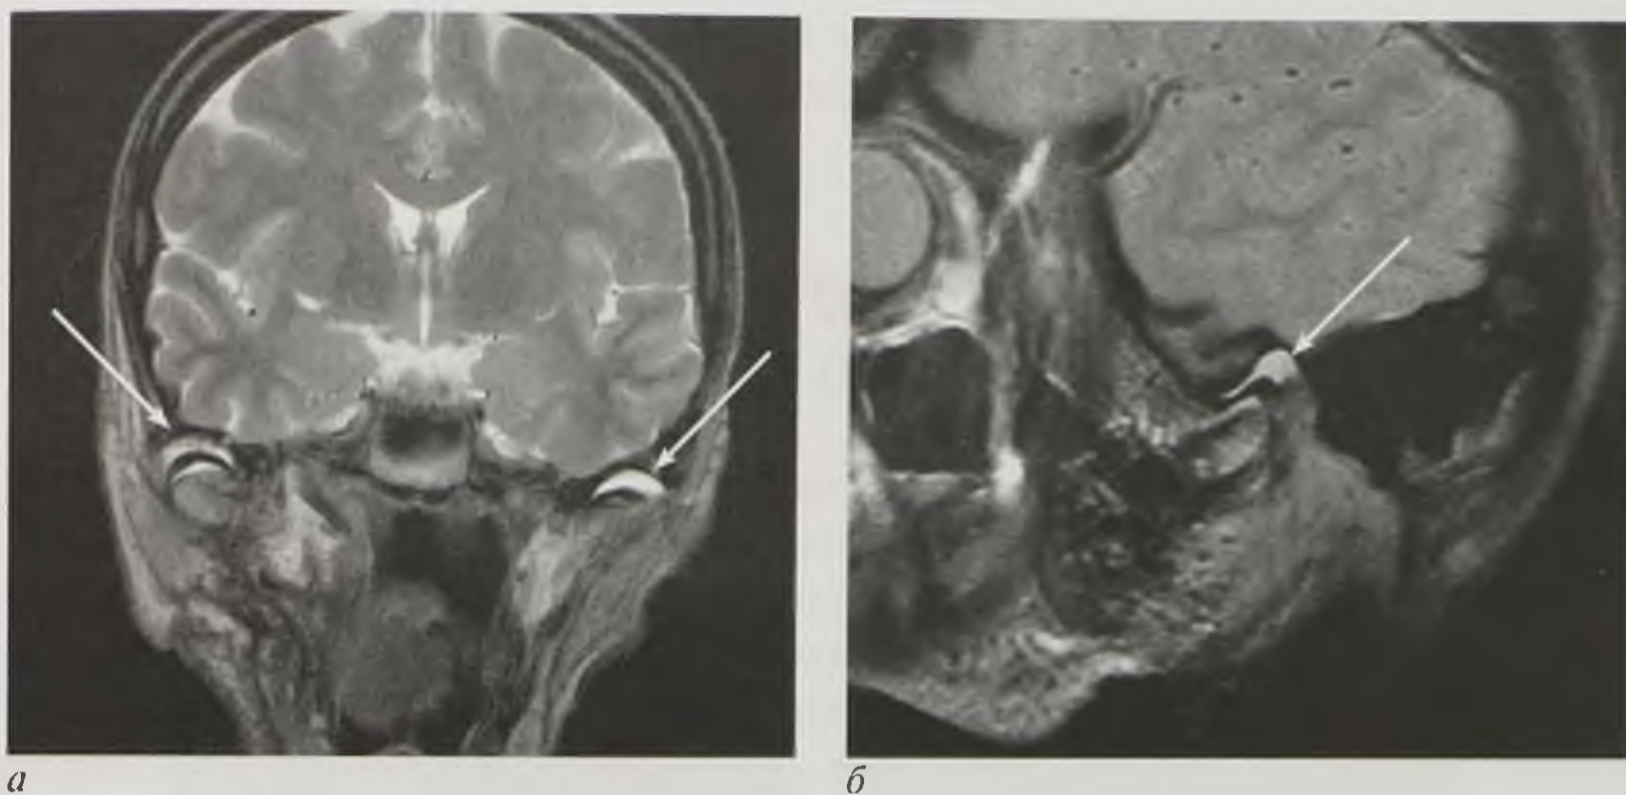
Магнитно-резонансные томограммы: *а* — во фронтальной плоскости; *б* — в косой плоскости. Жидкость в полости суставов — артрит (стрелки)
